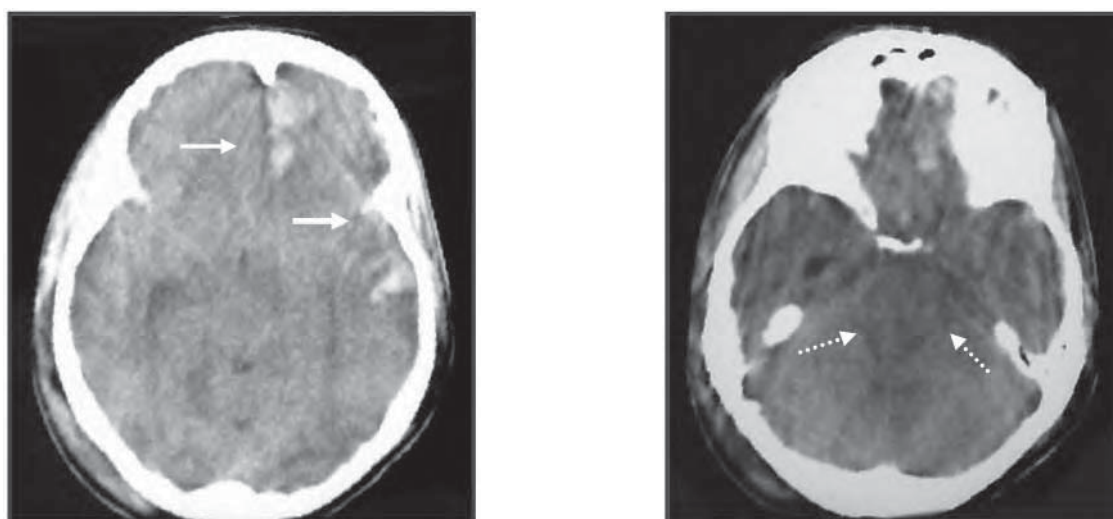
/15.- TAC de cráneo. Traumatismo grave con lesiones contuso hemorrágicas en lóbulos frontal y temporal izquierdo. Edema cerebral con borramiento de los surcos, colapso ventricular y desaparición de las cisternas perimesencefálicas (—>).
